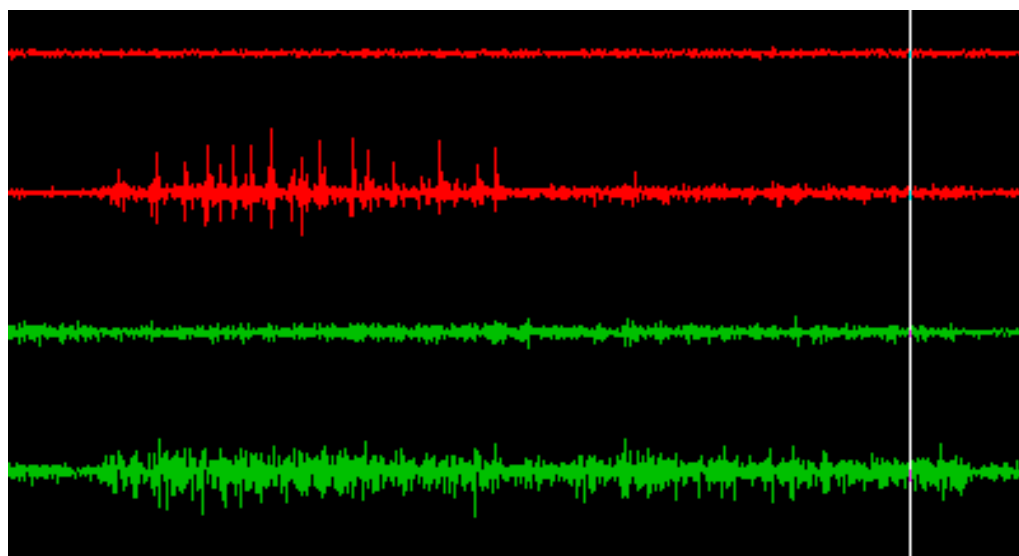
Активность как *m.Temporalis* так и *m.Masseter* при латеротрузии.
